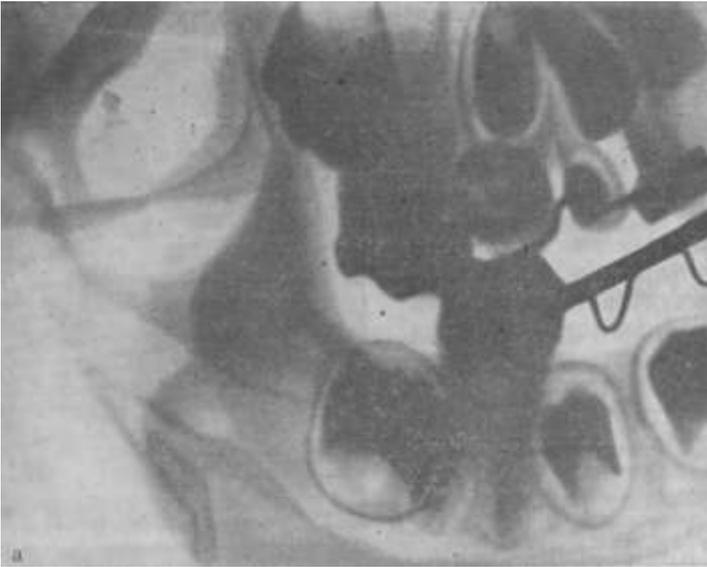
Рентгенограммы боковых отделов верхней и нижней челюстей той же больной после фиксации паяных шин. а — справа: отмечается плотное прилегание тонкостенных металлических опорных коронок к шейкам зубов, хорошо видна линия перелома суставного отростка; б — слева: видна распорка в области дефекта зубного ряда на нижней челюсти, четко определяется линия перелома суставного отростка.
